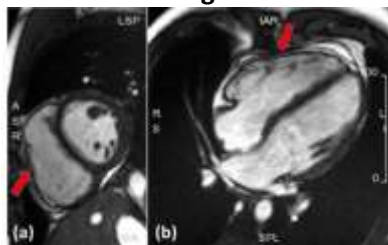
Cardiac MRI images from short axis (a) and apical 4 chamber (b) views - showing mildly dilated RV. Arrows denoting hypokinetic RV wall area during systole.
